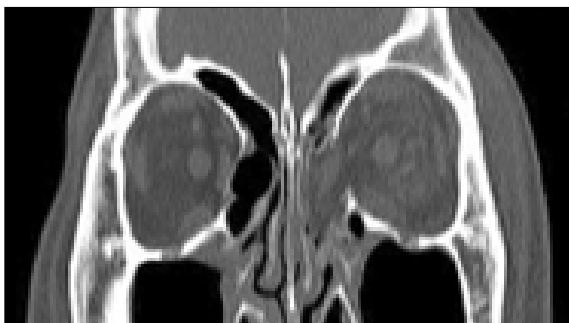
Coronal CT before surgery.
